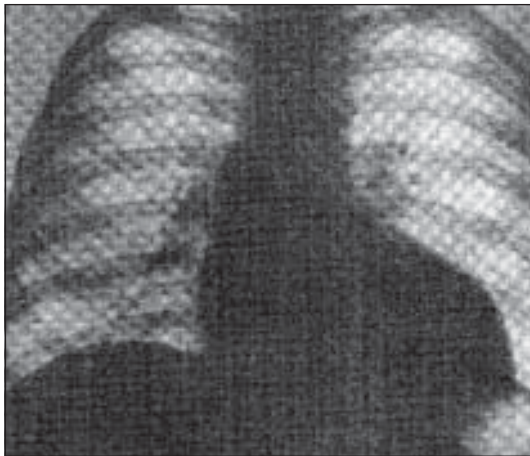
Рентгенографія органів грудної порожнини хворого А.
